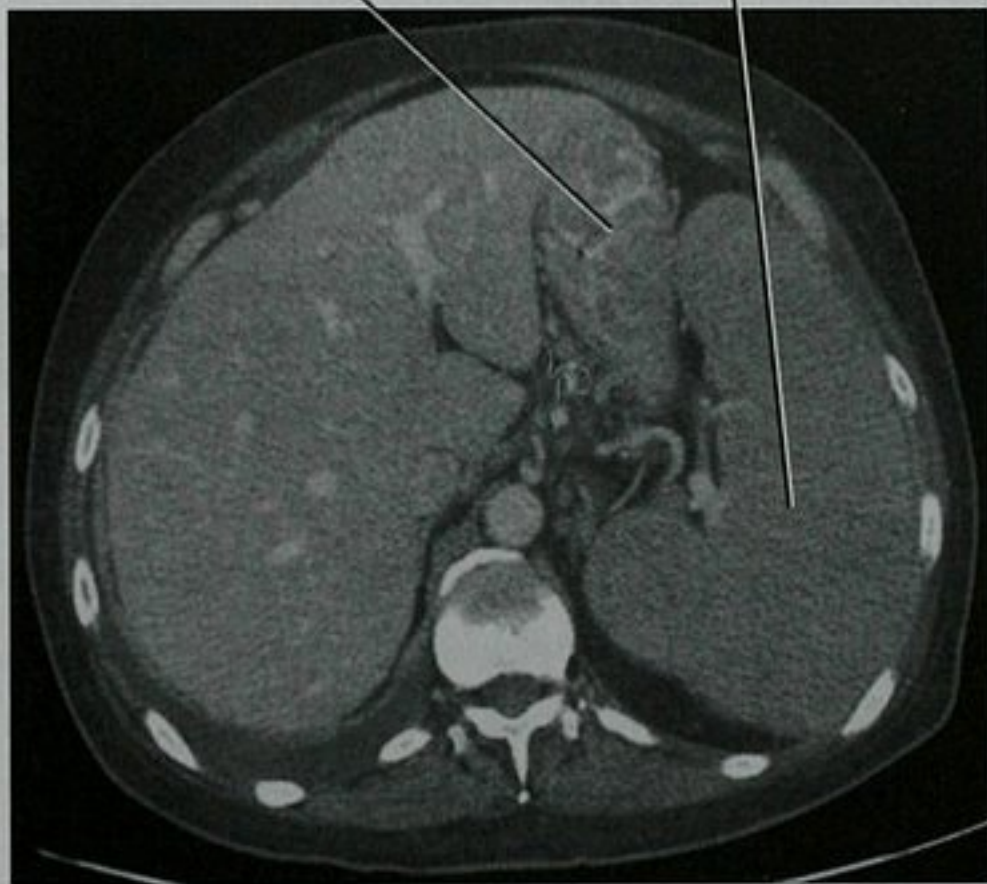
上腹部 CT 增强扫描横断面,淋巴瘤累及胃
